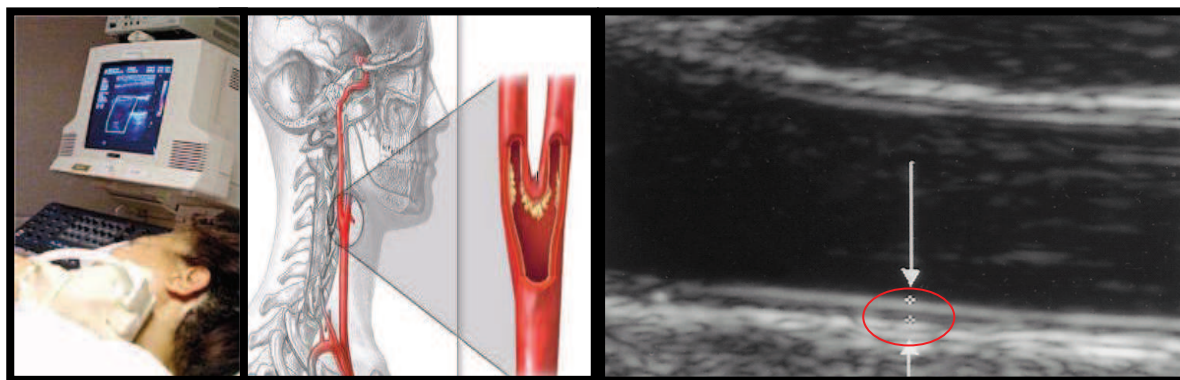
Ecodoppler Vascular de artéria carótida - determinação da EMIC.
